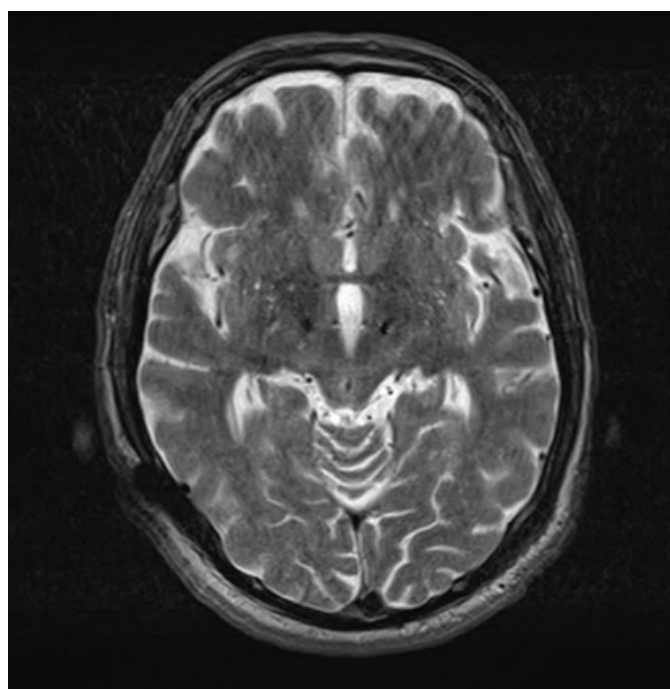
Post implantation MRI showing DBS electrodes in STN bilaterally
